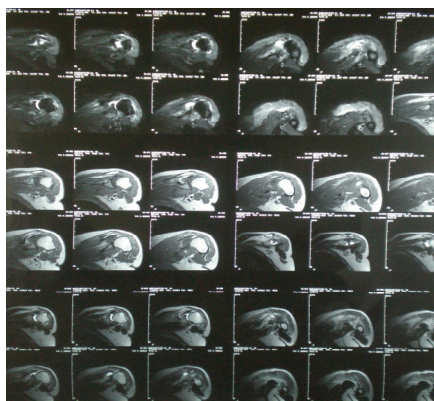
МРТ левого плечевого сустава до операции пациента М. 52 года
